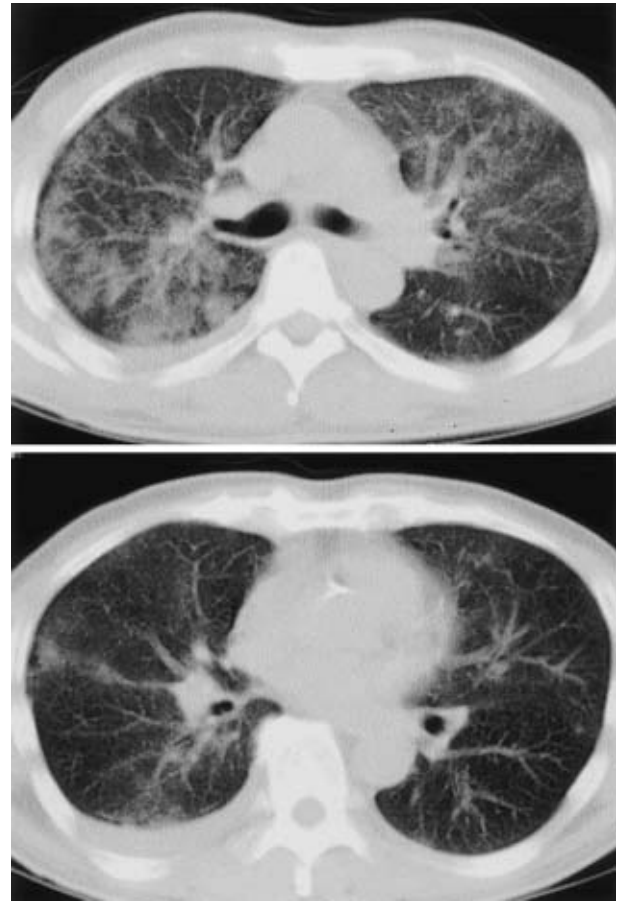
Chest CT on October, 2004. Chest CT image showing diffuse light interstitial infiltrates.
